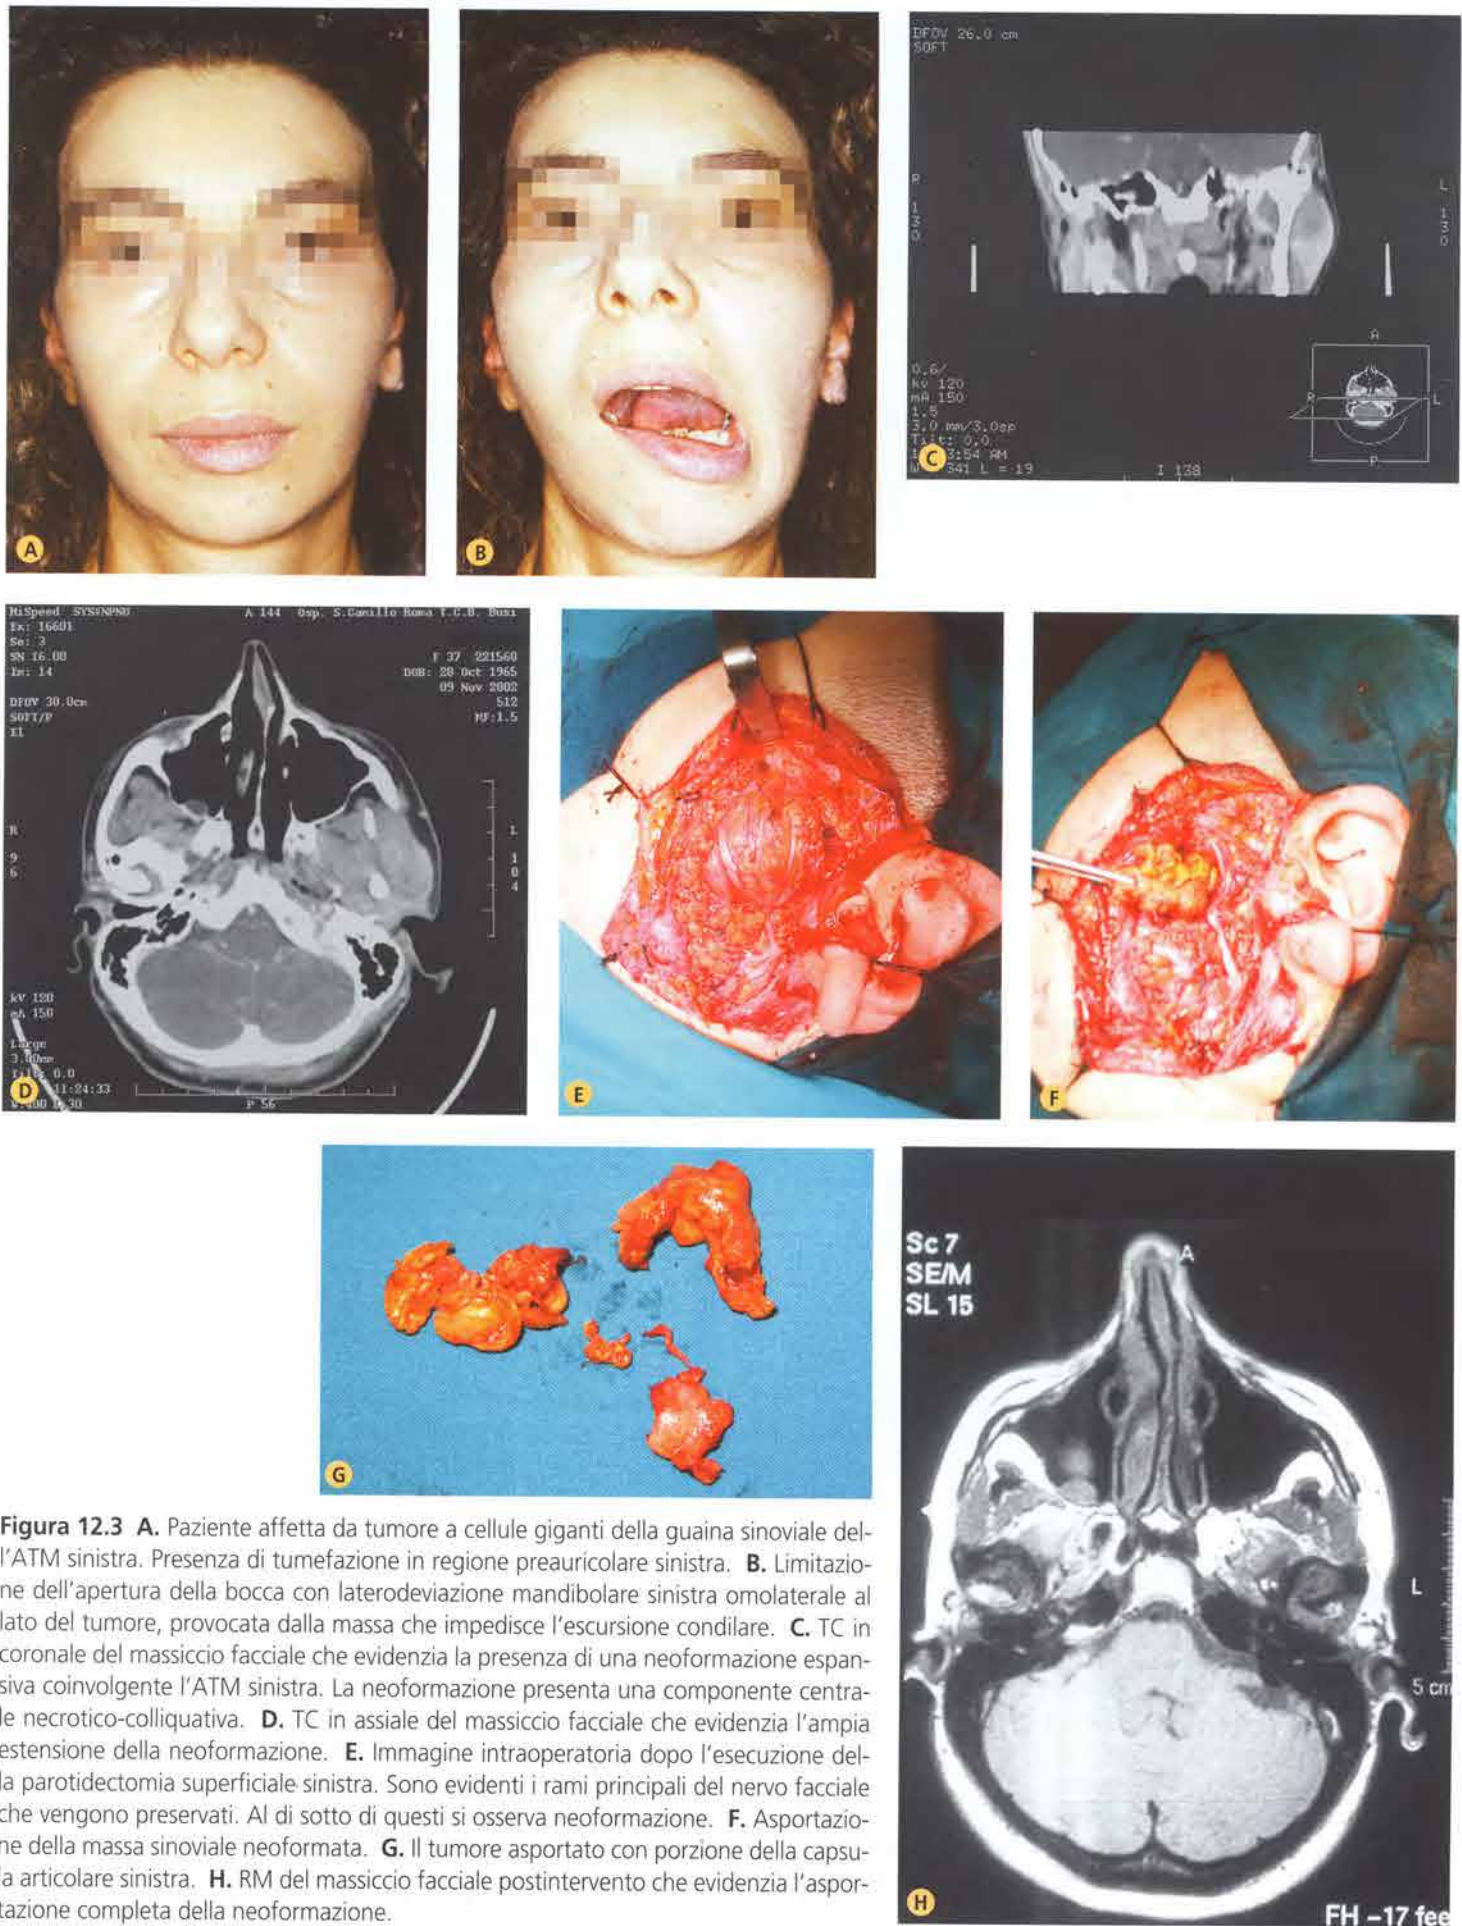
A. Paziente affetta da tumore a cellule giganti della guaina sinoviale dell'ATM sinistra. Presenza di tumefazione in regione preauricolare sinistra. B. Limitazione dell'apertura della bocca con laterodeviatazione mandibolare sinistra omolaterale al lato del tumore, provocata dalla massa che impedisce l'escursione condilare. C. TC in coronale del massiccio facciale che evidenzia la presenza di una neoformazione espansiva coinvolgente l'ATM sinistra. La neoformazione presenta una componente centrale necrotico-colliquativa. D. TC in assiale del massiccio facciale che evidenzia l'ampia estensione della neoformazione. E. Immagine intraoperatoria dopo l'esecuzione della parotidectomia superficiale sinistra. Sono evidenti i rami principali del nervo facciale che vengono preservati. Al di sotto di questi si osserva neoformazione. F. Asportazione della massa sinoviale neoformata. G. Il tumore asportato con porzione della capsula articolare sinistra. H. RM del massiccio facciale postintervento che evidenzia l'asportazione completa della neoformazione.
